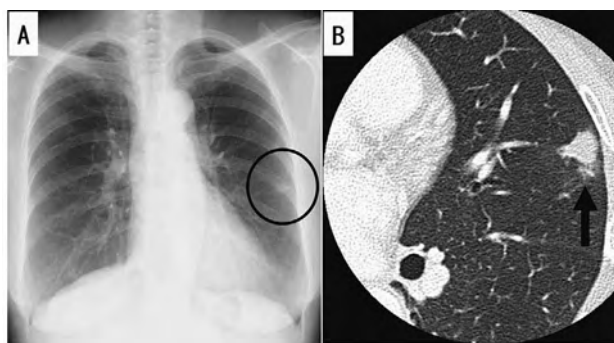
症例2 胸部X線写真および胸部単純CT
